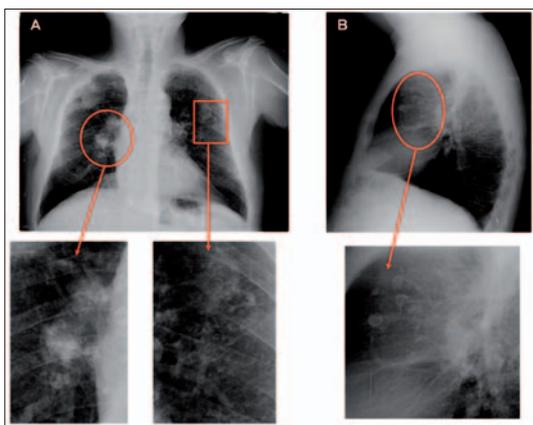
Radiografía frontal (A) y lateral (B) de un paciente con silicosis. Se observa la presencia de nódulos silicóticos característicos de la enfermedad (Carretero y Pozo, 2007).
